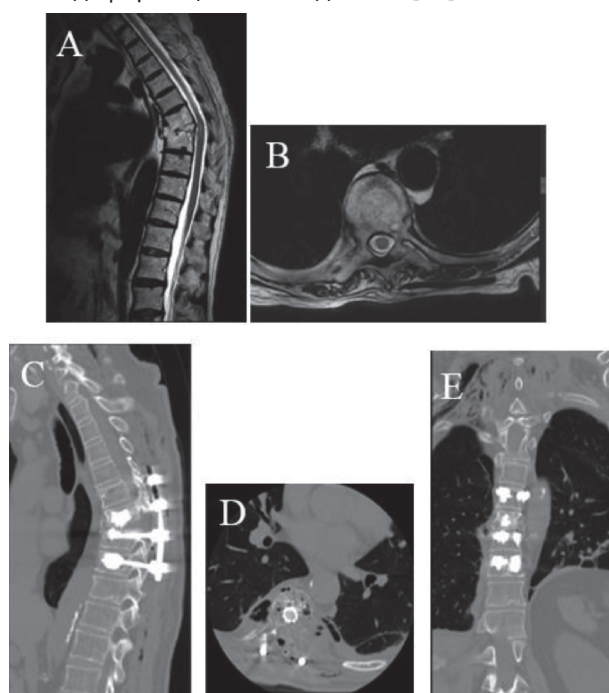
МРТ снимки до операции: кифотическая деформация позвоночника (А, В), КТ снимки послеоперационный период на 2 суток (С, D, Е). Фото из личного архива авторов
